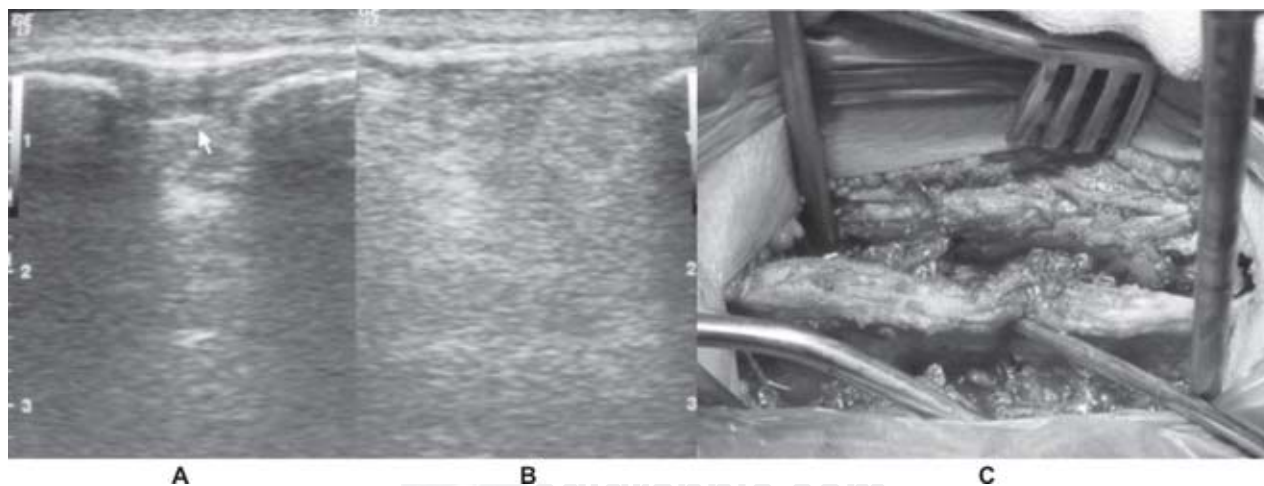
Ultrasonido en plano sagital en mujer de 29 años de edad con fractura de L1 por mecanismo de flexión-distracción.
